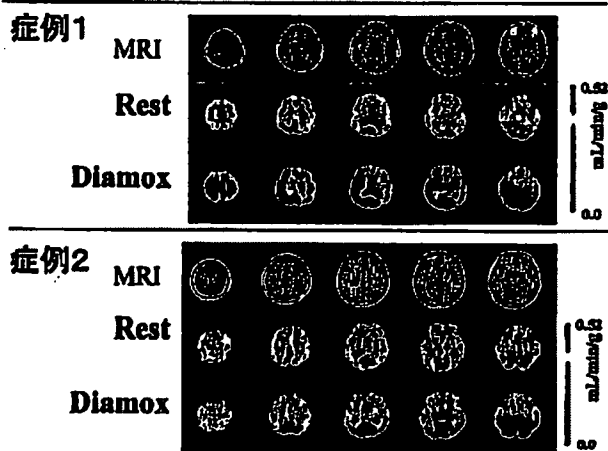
施設を超えて一致した機能評価を可能にする解析法の確立が望まれている。その目的に定量的な SPECT 画像再構成パッケージ (QSPECT) が開発された。安静時および血管拡張剤投与後の脳組織血流量は施設を超えて再現性があり、大規模臨床調査研究の実施に適用できることが確認された。症例は共に内頸動脈閉塞症であるが、症例1では、血管拡張によるフィードバックによって安静時血流量には欠損を認めず、血管拡張剤投与に基づく反応性に低下を認める。症例2では、安静時の状態ですでに血流減少を認め、自動調節機能の限界を超えた低脳血流状態であることを示す。バイパス術の適用だけでなく、血管反応性の変化は生活習慣病に基づくホメオスタシス低下の兆候の理解に貢献し、新しい新規治療法の評価指標となることが期待される。SPECT はすでに多くの臨床病院に設置されており、このような評価法の標準化によって、PET と併せて応用領域拡大の期待が高まる
